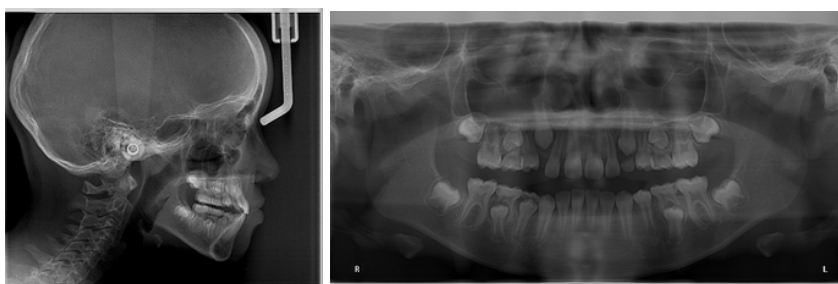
Radiografias pós-tratamento.
